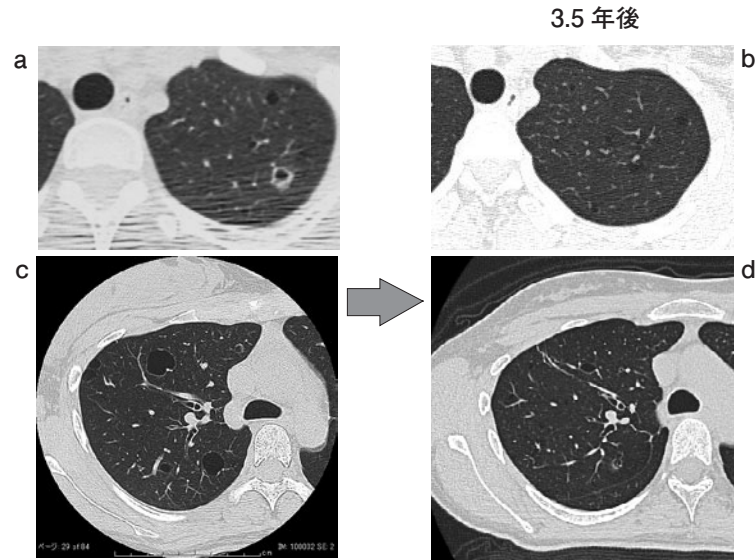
症例3：禁煙後のHRCT画像経過。初診時20歳代，3 packs year. (a) 初診時の左上肺のCT画像。一部壁の厚い嚢胞性陰影が多発している。(b) 3.5年後の左上肺のCT画像。壁の厚い嚢胞と薄い嚢胞の両者ともに改善。(c) 初診時の右上肺のCT画像。壁の薄い嚢胞性陰影が多発している。(d) 3.5年後の右上肺のCT画像。壁の薄い嚢胞性陰影も改善している。
